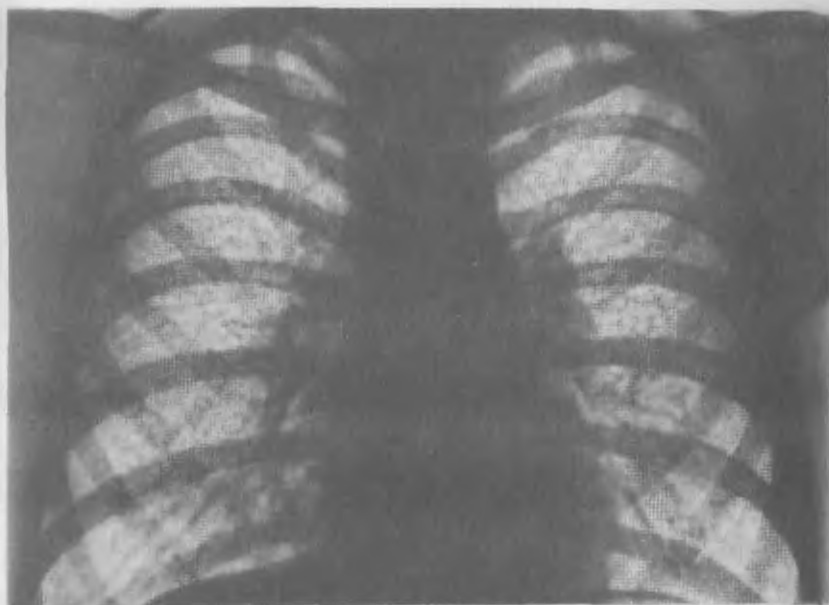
Рентгенограмма легких при диссеминированном очаговом поражении (милиарный туберкулез). Густое рассеяние однотипных очагов в обоих легких.
